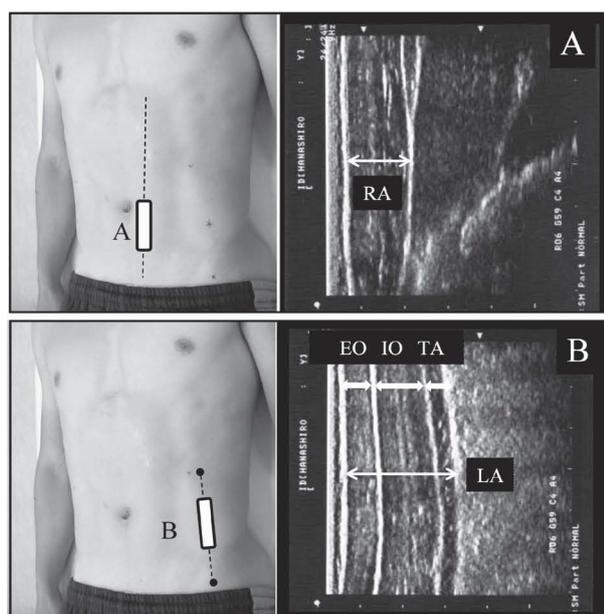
The location of measurements taken by ultrasonic (Left) and ultrasound images of abdominal muscles(Right). RA: Rectus abdominal, EA: External oblique, IO: Internal oblique, TA: Transversus abdominis, LA: Lateral abdominal muscle.
